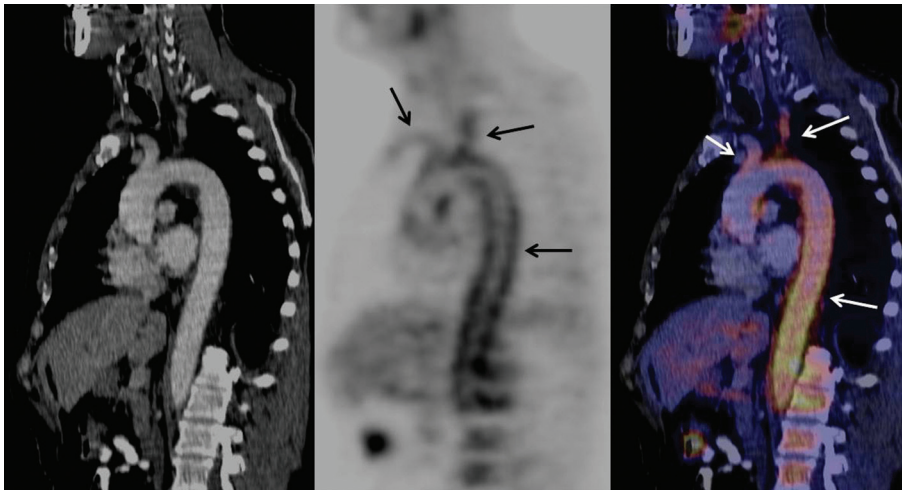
Reconstrucción coronal de tomografía por emisión de positrones con máxima intensidad de proyección (MIP). Las flechas señalan el aumento de la captación del radiofármaco a nivel de ambas arterias subclavias, tronco arterial braquiocefálico, carótida izquierda y aorta torácica descendente.
